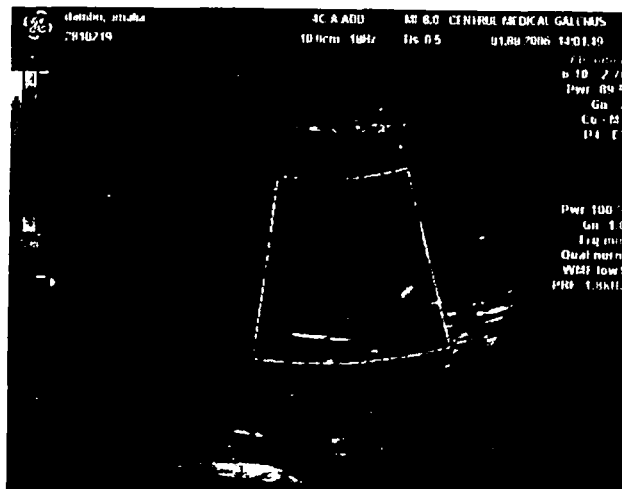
Secțiune coronală la nivelul rinichiului stâng. În examinare Doppler formațiunea ecogenă este fără vascularizație de tip tumoral, aparent "avasculară" datorită regimului foarte lent velocimetric intratumoral.
